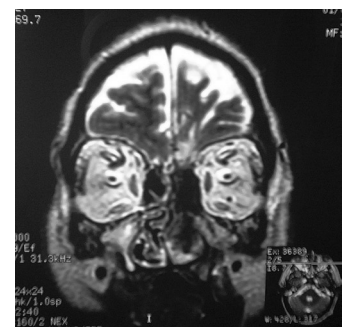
TAC coronal posquirúrgico de etmoides posterior. Nótese la ausencia de cornete inferior de la fosa izquierda usado como injerto.
